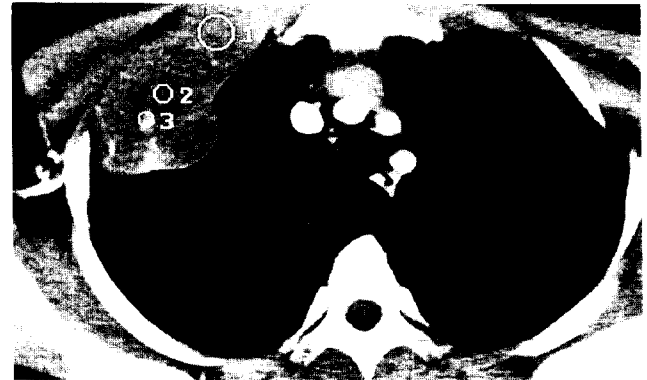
CT scan showing soft tissue mass lesion arising from the second rib with probably right subclavian vein invasion
